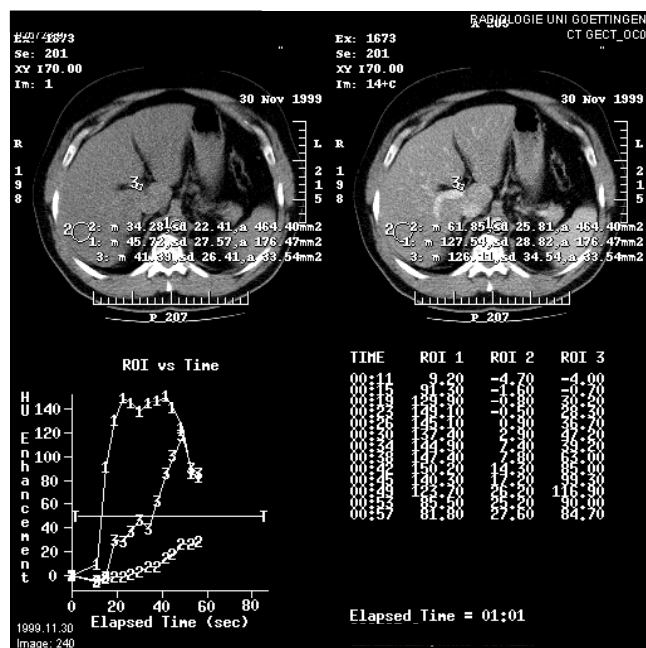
CT-Monitorbild des Bolustracking-Programms (SmartPrep®). In der oberen Reihe Darstellung des nativen Ausgangsbildes (links) und des jeweiligen aktuellen Bildes nach KM-Applikation (rechts). In der unteren Reihe graphische (links) und tabellarische Präsentation (rechts) der CT-Dichtewerte in den zuvor bestimmten ROI's.
